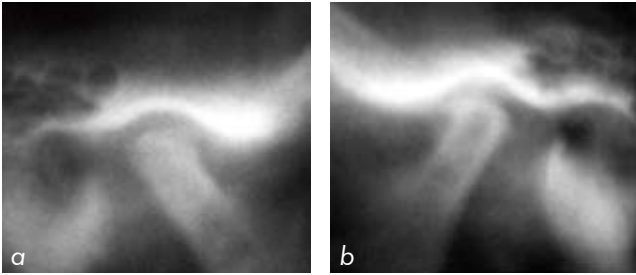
b – Imagens das articulações temporomandibulares selecionadas a partir da radiografia panorâmica para reavaliação ortodôntica antes do retratamento ortodôntico com aspecto sugestivo de mudanças estruturais.
